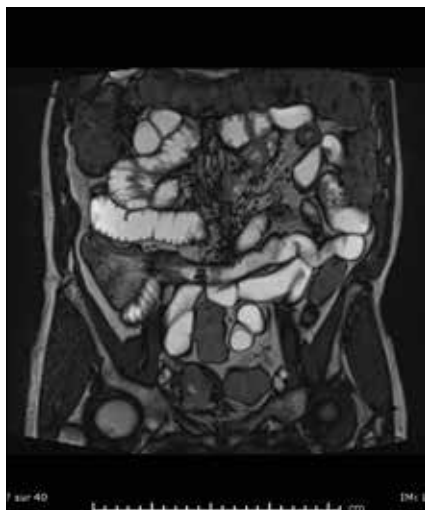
Phénotype sténosant de MC en Entéro-IRM ; sténose courte de l'iléon terminal avec distension du grêle d'amont (coupes pondérées en T2)
